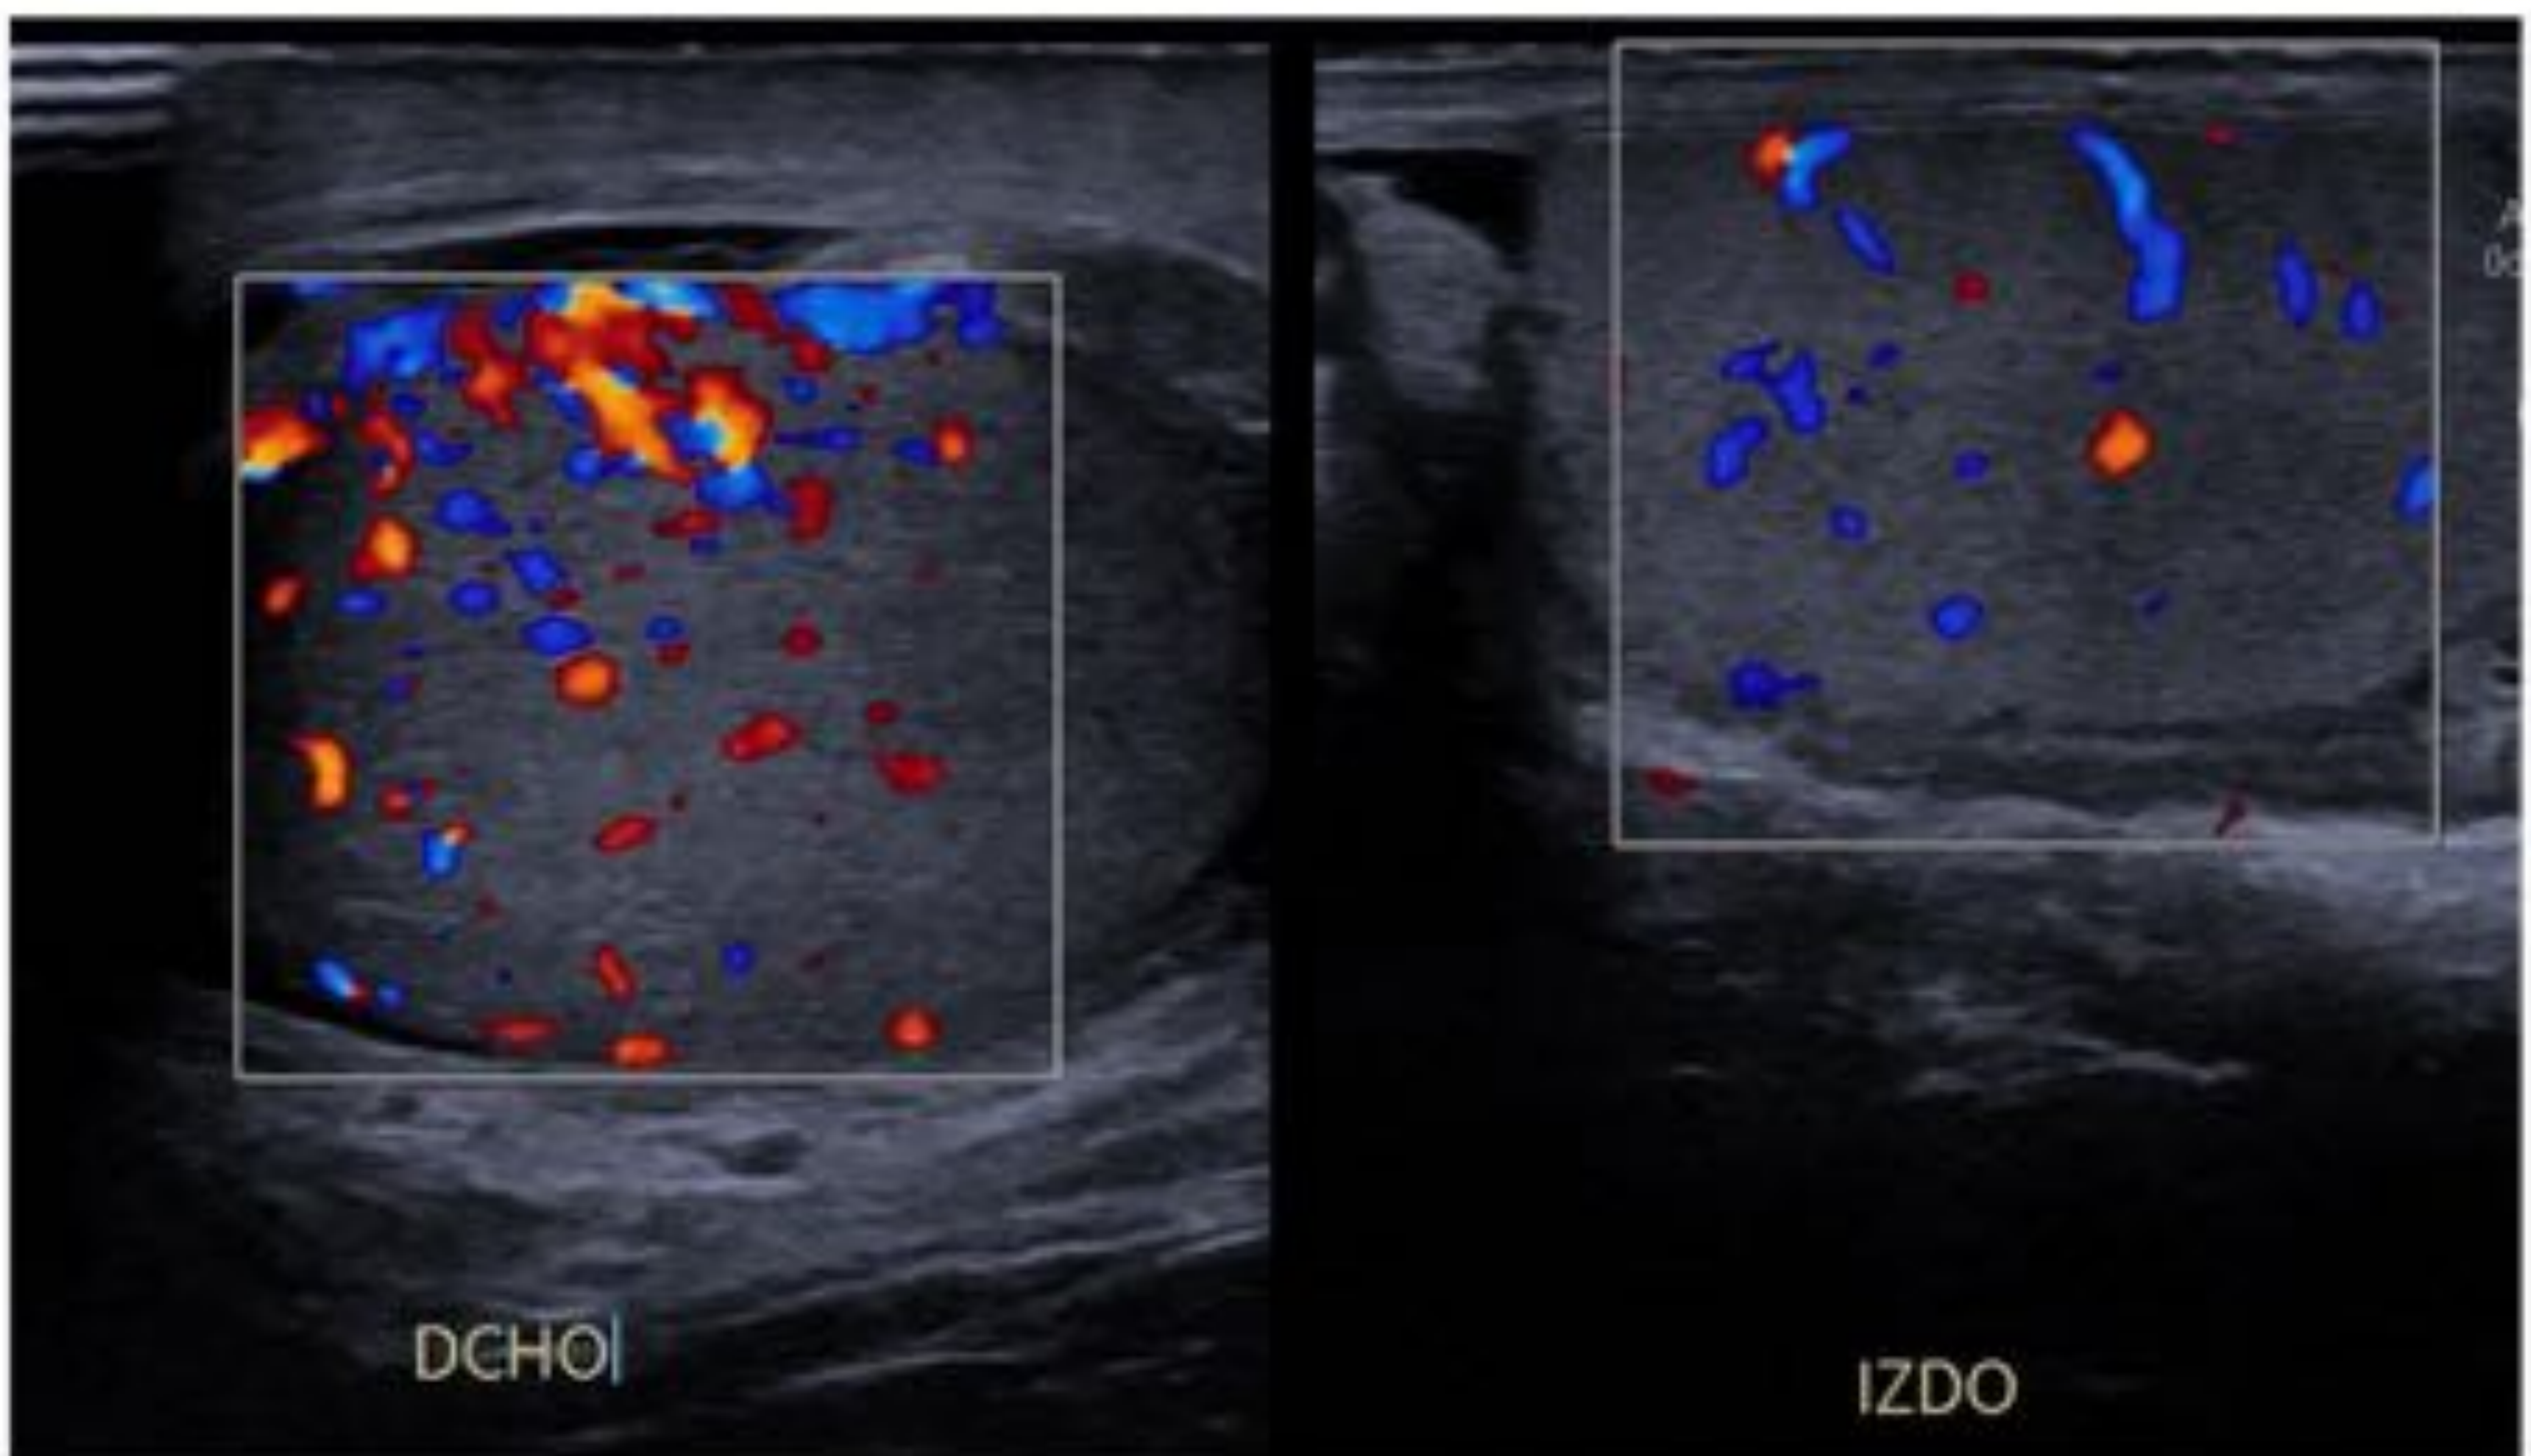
Orquitis aguda. Imágenes en modo Doppler color de un mismo paciente, comparando ambos testículos, evidenciando aumento global del flujo sanguíneo en el estudio Doppler en testículo derecho (DCHO), así como aumento de tamaño y leve hipoecogenicidad respecto al contralateral. Se acompaña de engrosamiento de cubiertas escrotales.
